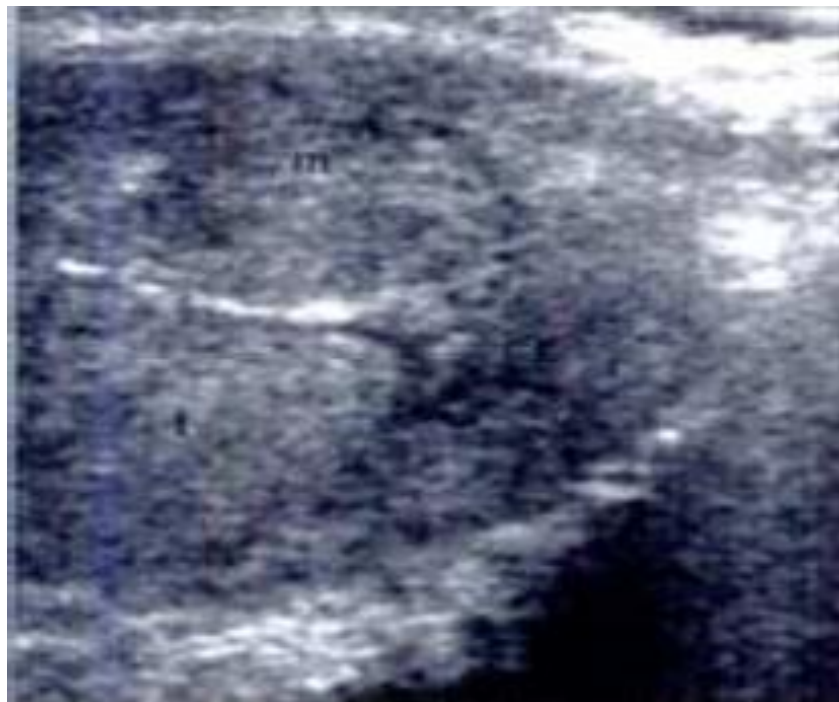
masse para testiculaire à l'échographie (T :testicule ;M :masse)[120]
